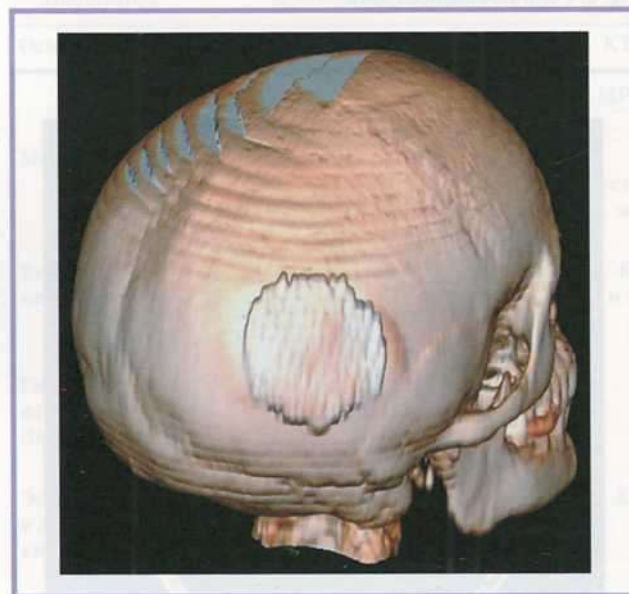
Компьютерная томограмма костей черепа на 1-е сутки после операции.
